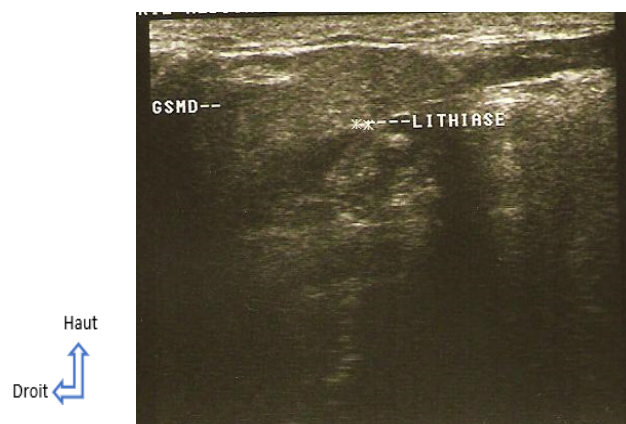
Echographie submandibulaire droite mettant en évidence la lithiase (Right submandibular ultrasound showing lithiasis)
